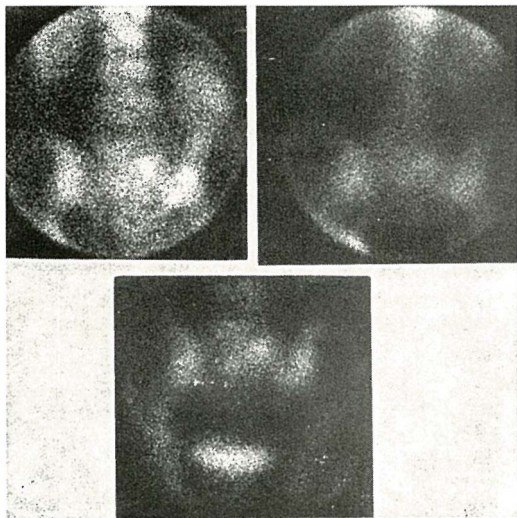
(13) Upper left: polyphosphate scintigram showing metastatic lesions in the 5th lumbar vertebra. Upper right: MDP scintigram of the same area, the full extent of the lesion is not visible. Bottom: combined MDP/colloid scintigram, the full extent of the lesion is now clearly evident
